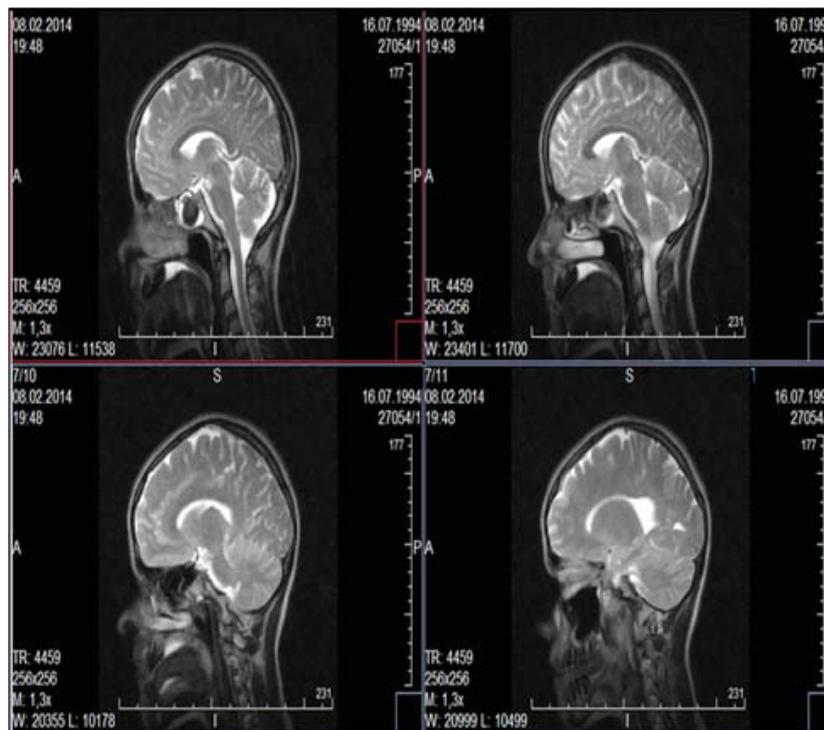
Магнитно-резонансная томография
